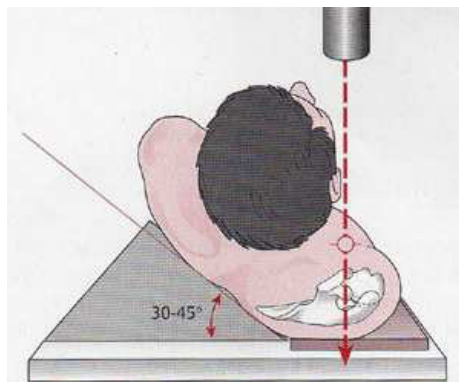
Technik bei einer „True a.p.“ Röntgenaufnahme [74]
